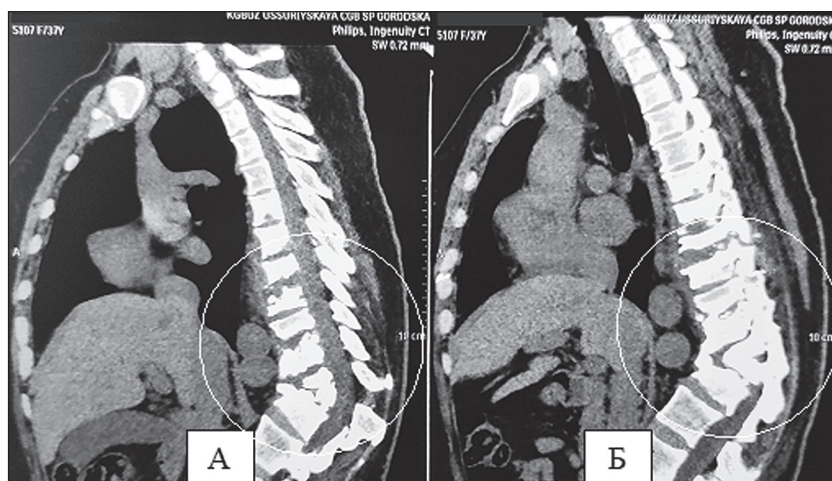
КТ-скан грудной клетки больной Р. в боковой проекции (фрагмент А – срез через спинномозговой канал и фрагмент Б – срез через поперечные отростки тел позвонков) спустя 12 месяцев после лечения: формирование фиброзного блока, сужение спинномозгового канала (выделены кругом).
